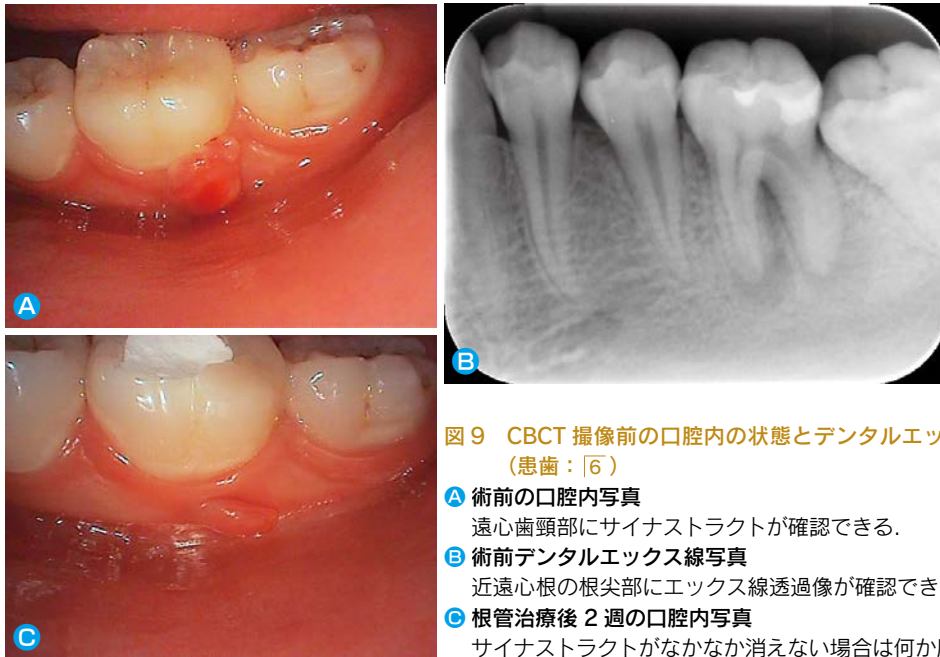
CBCT 撮像前の口腔内の状態とデンタルエックス線写真
